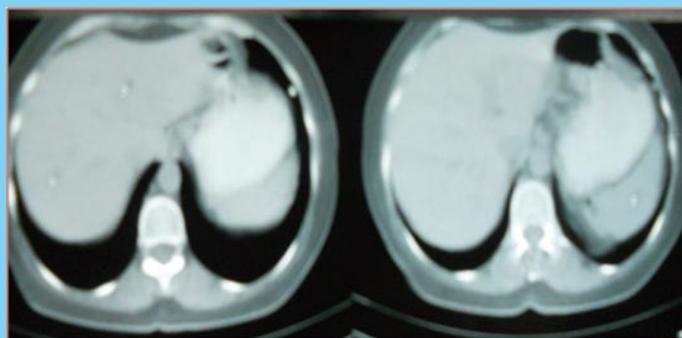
Tomografía de Abdomen: fase venosa
